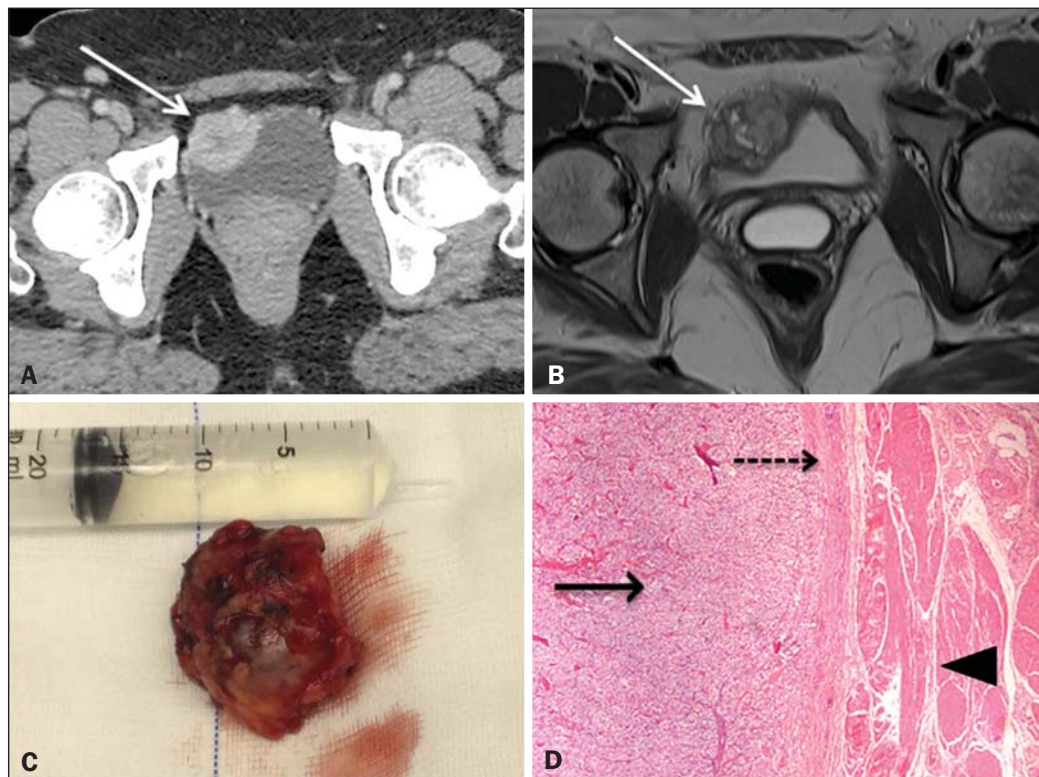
A: TC axial após administração de contraste venoso mostra lesão nodular hipervascular na parede anteroinferior da bexiga (seta). B: RM em sequência ponderada em T2 identifica lesão isointensa no mesmo sítio, com sinal heterogêneo e focos centrais de hipersinal (seta). C: Peça cirúrgica (ressecção da lesão). D: Corte histológico, com aumento de quatro vezes, corado em hematoxilina-eosina, demonstra lesão com arranjo padrão *zellballen* (seta contínua), cápsula do tumor (seta pontilhada) e a parede vesical (cabeça de seta).
